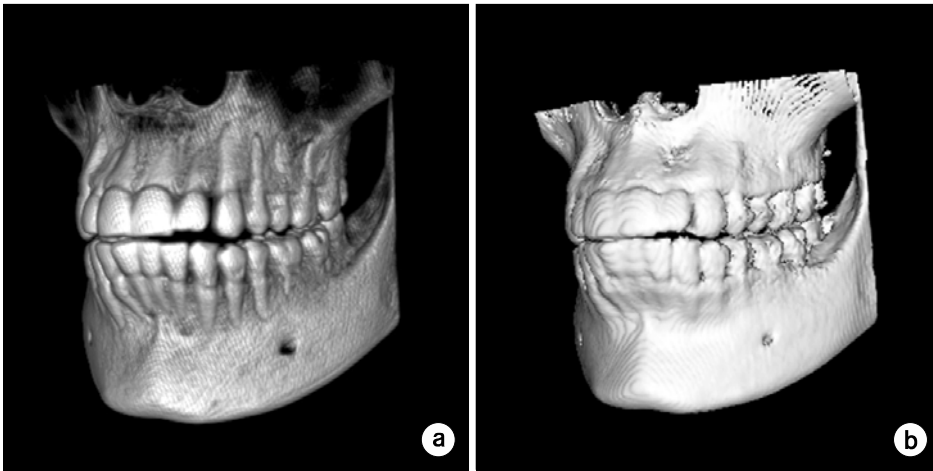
The result of reconstructing CBCT data with 3D model (a) Volume rendering (b) Surface rendering.
